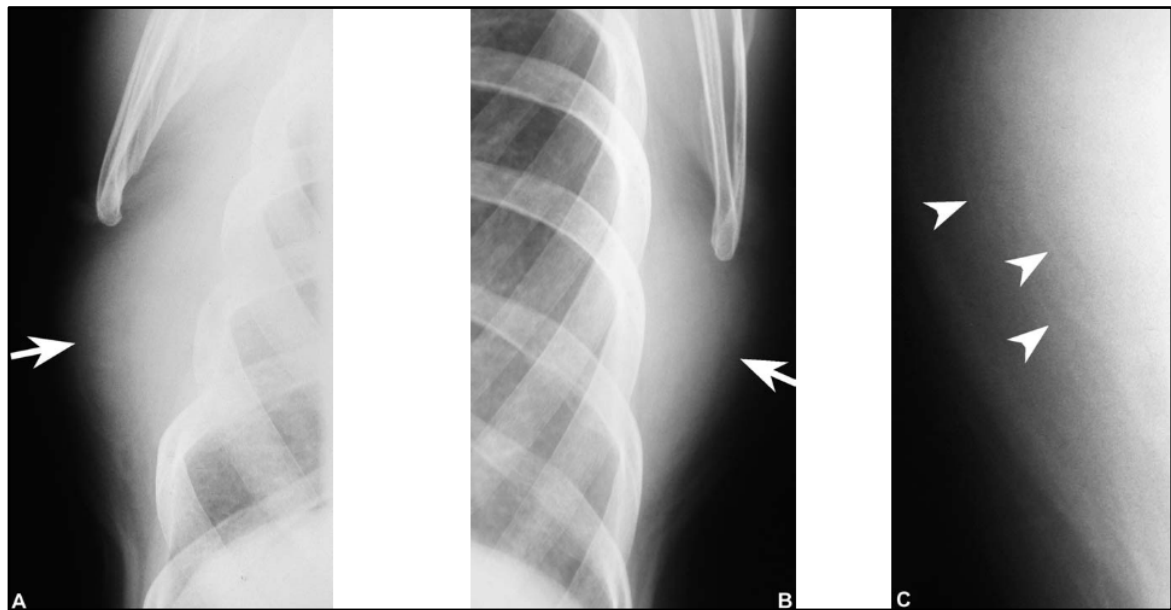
Radiographie standard du thorax de profil objectivant des élastofibromes bilatéraux(28).
